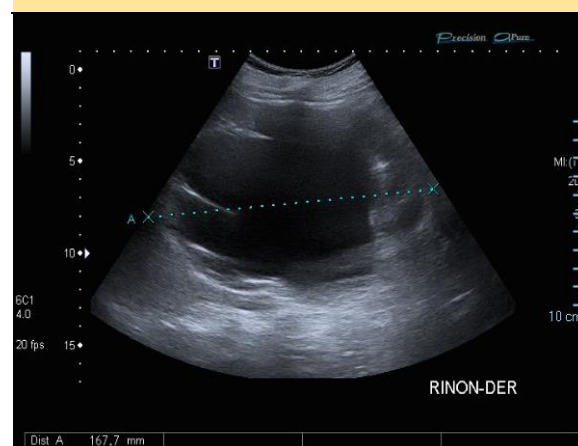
Hidronefrosis severa del riñón derecho. Ultrasonido Renal derecho. Fuente: Archivos de Radiología Médica, Hospital Manuel Amador Guerrero.
